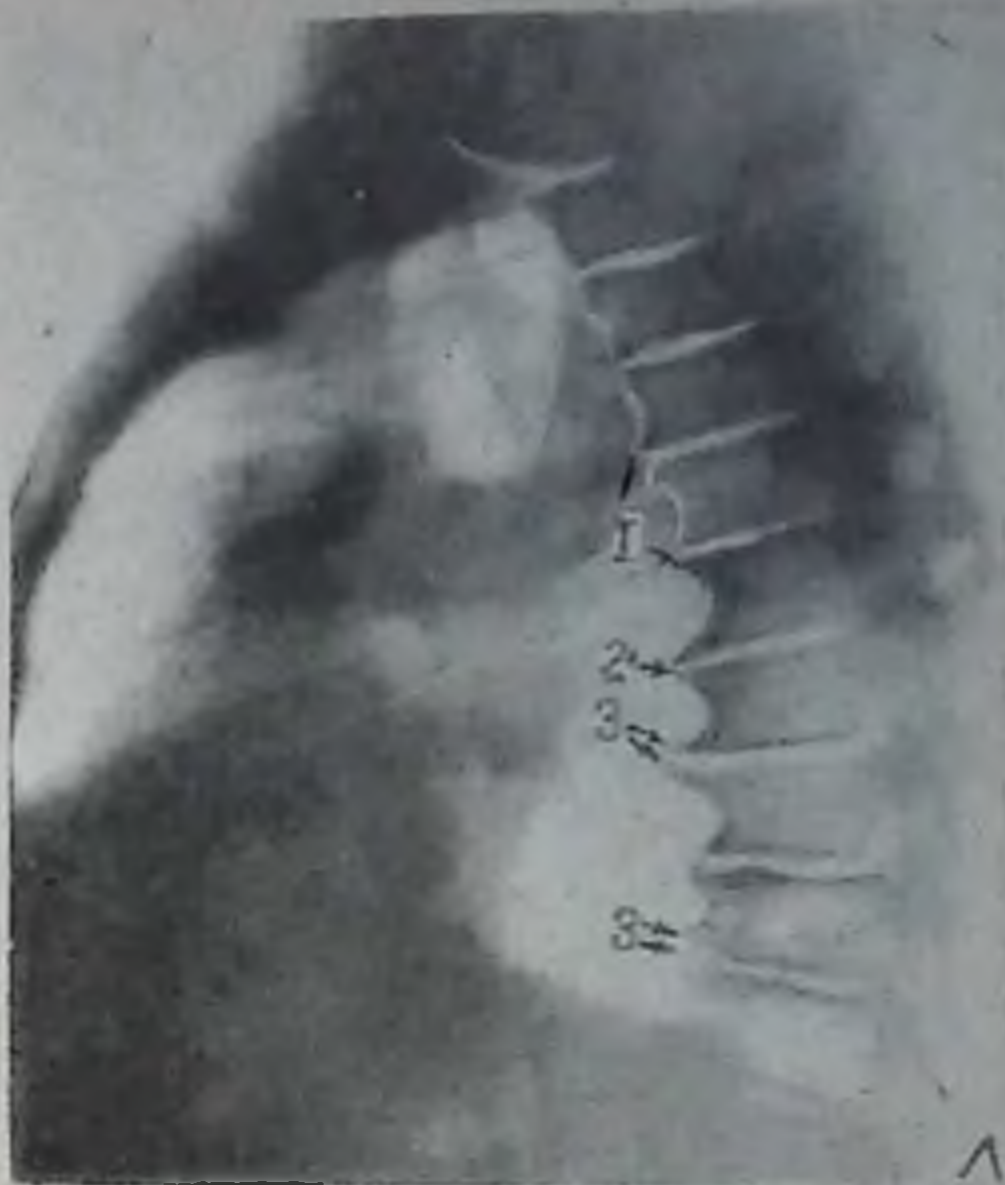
Остеохондроз грудных позвонков. Рентгенограмма грудного отдела позвоночника в левой боковой проекции:
